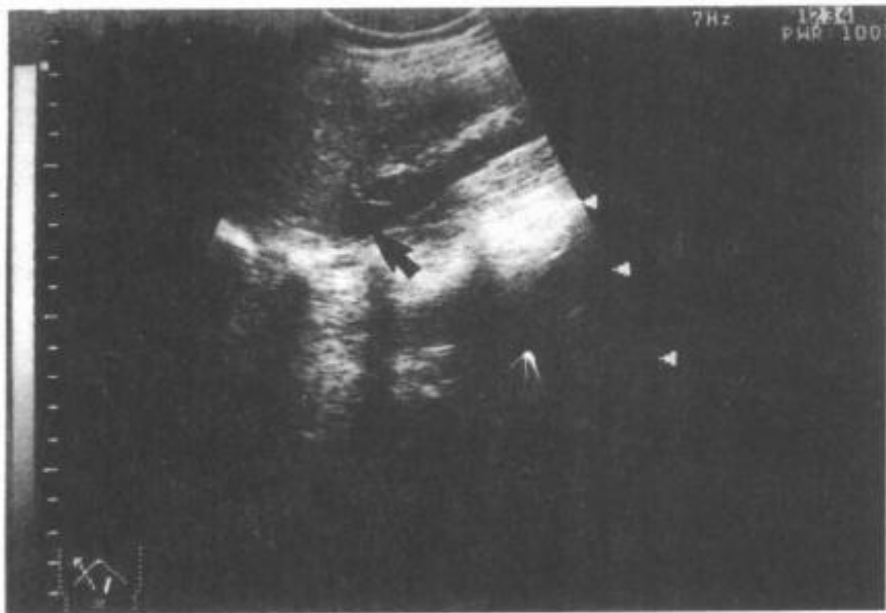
超声显示右肾上极多房性囊肿(↑)
